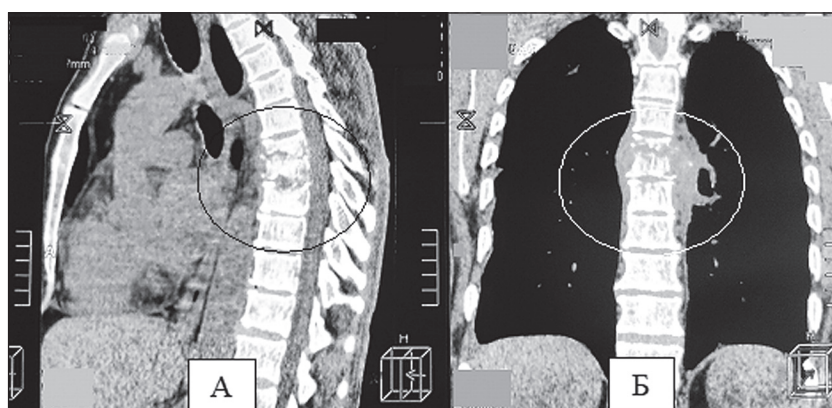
КТ-скан позвоночника больного Л. в боковой (фрагмент А) и прямой (фрагмент Б) проекции до поступления в стационар: разрушение тел Th5–7 позвонков позвоночника, формирование эпидурального и паравerteбрального натечных абсцессов (выделены овалом).
